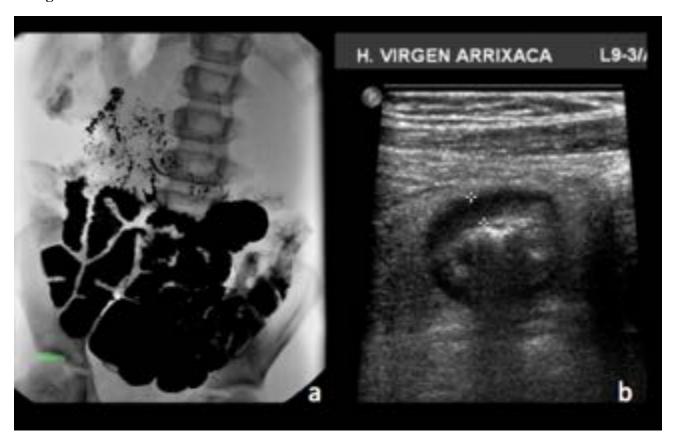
Diferentes técnicas de imagen utilizadas en el estudio de la EC. a) TIS donde se identifican asas intestinales replecionadas. b) Corte transversal ecografía abdominal donde se aprecia un engrosamiento mural de asa ileal.
